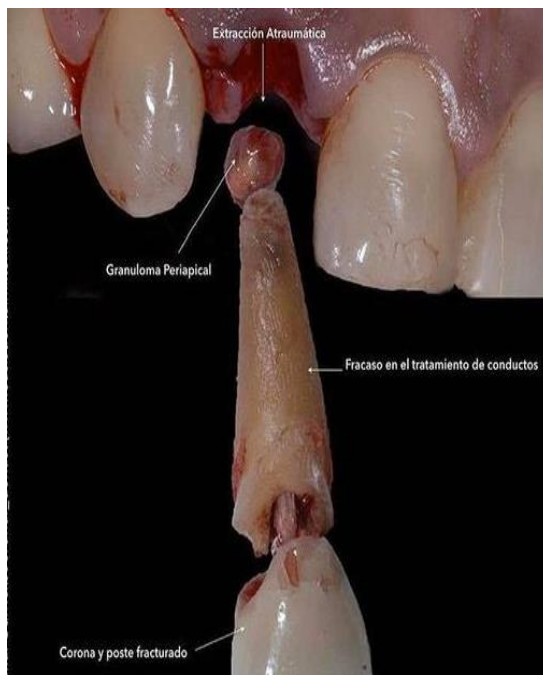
Granuloma Periapical causado por un fracaso en el tratamiento de conductos.
